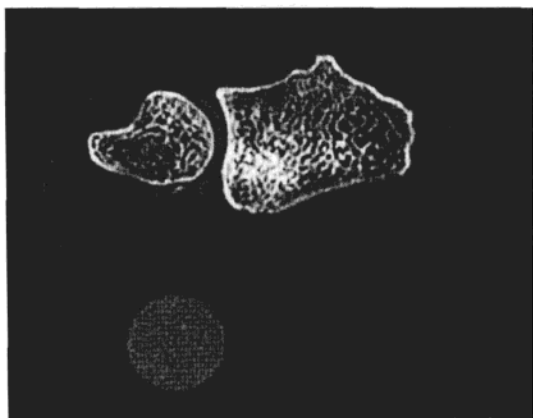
4 排轴位 CT 扫描活体远端桡骨 (Siemens Somatom VolumeZ00m, Siemens, Erlangen Germany; 120 KV, 超高分辨型号, 视野大小 10 cm)。前臂置于一永久性前臂 QCT 等值模体上, 该模体内含圆柱型水及等价骨 ($200 \text{ mg/cm}^3 \text{ HA}$) 材料上 (ORM) Möhrendorf, Germany
